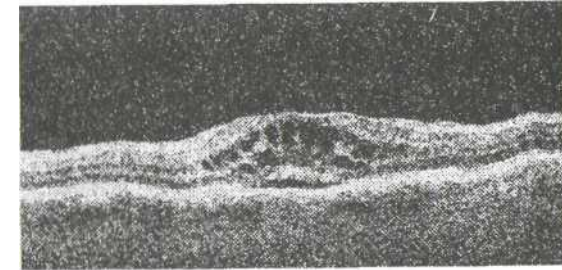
Оптическая когерентная томограмма макулярной области пациента до лечения
